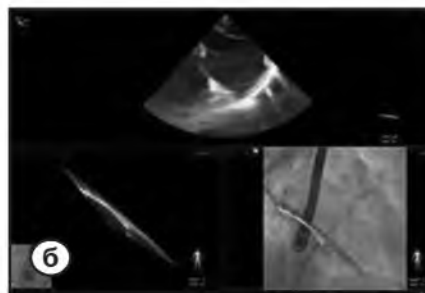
а, б, в, – Визуализация рентгеноскопических изображений системы доставки стента совмещенное с ЭХО-изображением межпредсердной перегородки (гибридная визуализация).
